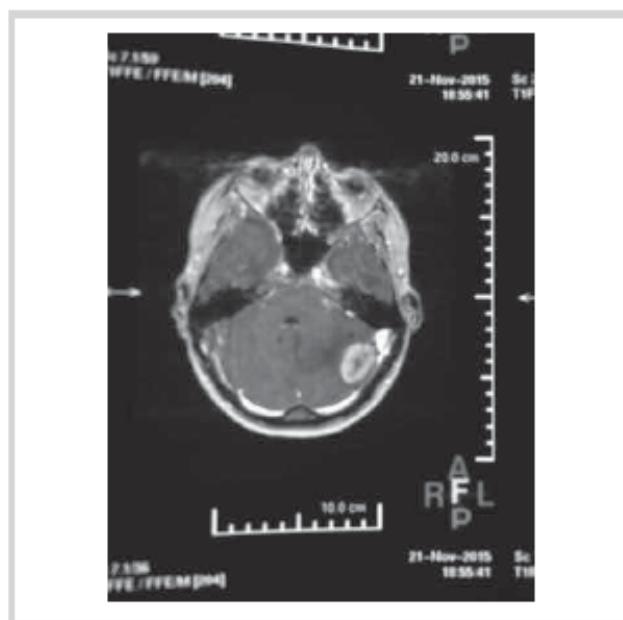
МРТ больной до удаления опухоли.
